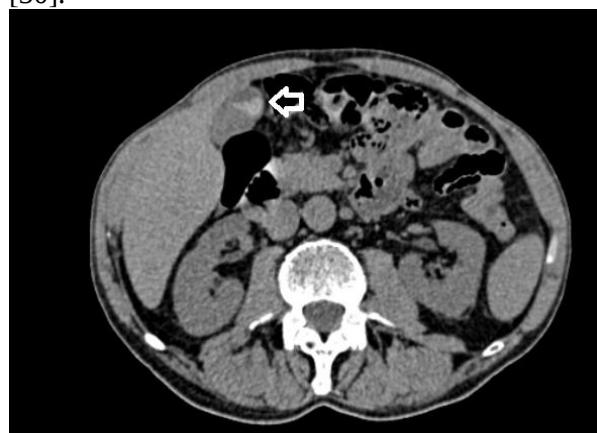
Tomografia computerizată preoperatorie: îngroșare pereților veziculei biliare; AVB segmentar.
